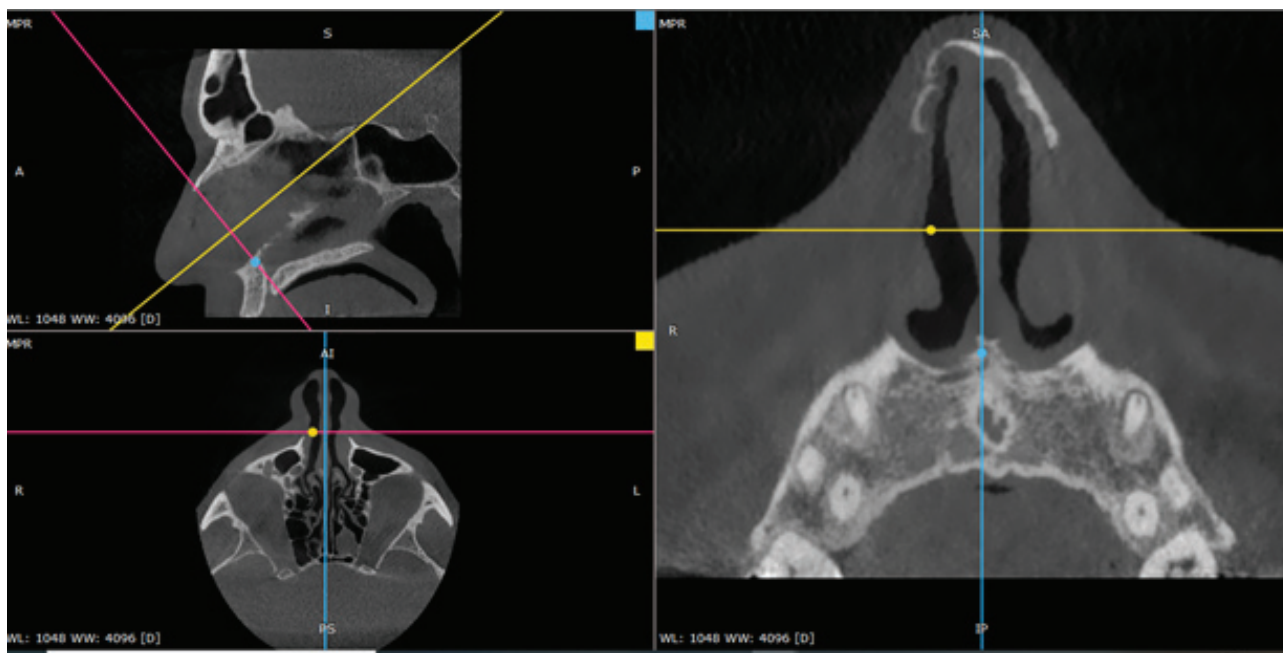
Measuring plane of the internal nasal valve lumen on the CT scan of the nasal cavity
